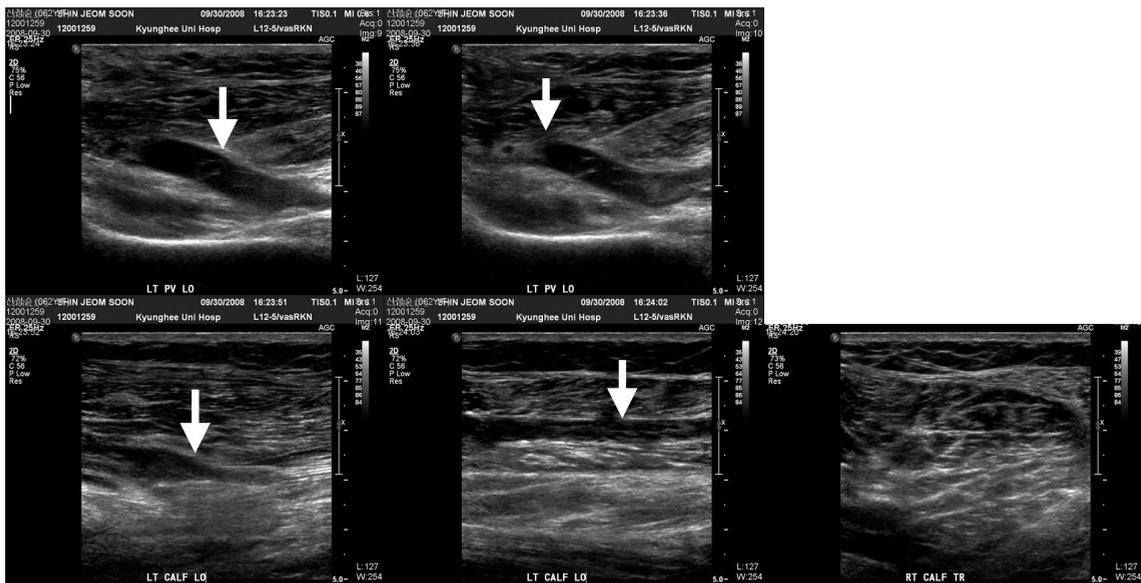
Extremity arterial & venous doppler US at 2008/9/30
